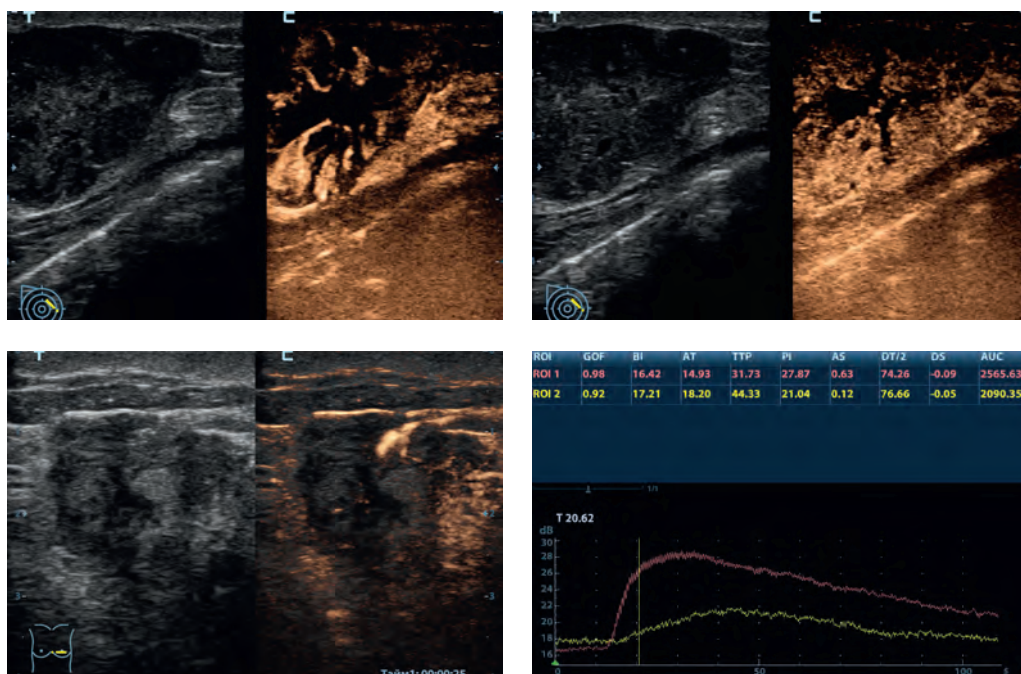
РМЖ. КУУЗИ; ЭКП Соновью в дозе 2,4 мл. Интранодулярное хаотичное контрастное усиление васкуляризации, дезорганизация, патологическая трансформация сосудов.
